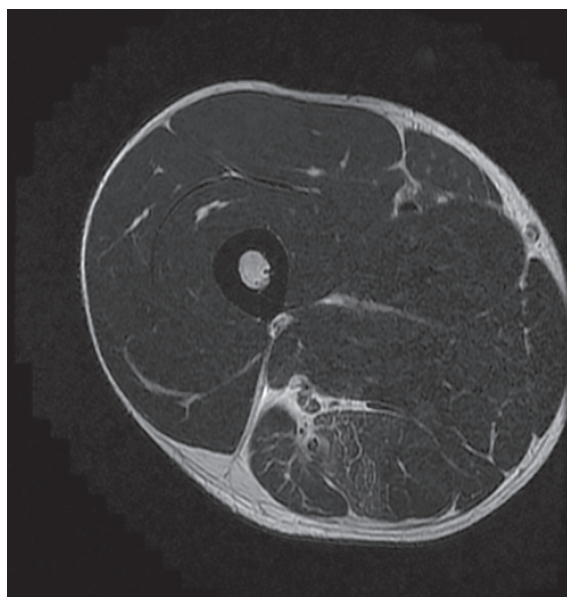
• Scansione RM assiale TSE-T2 pesata con soppressione del segnale del grasso che evidenzia nel contesto del muscolo semimembranoso di sinistra la presenza di area di segnale sfumatamente iperintenso, da edema muscolare (lesione di I grado).
